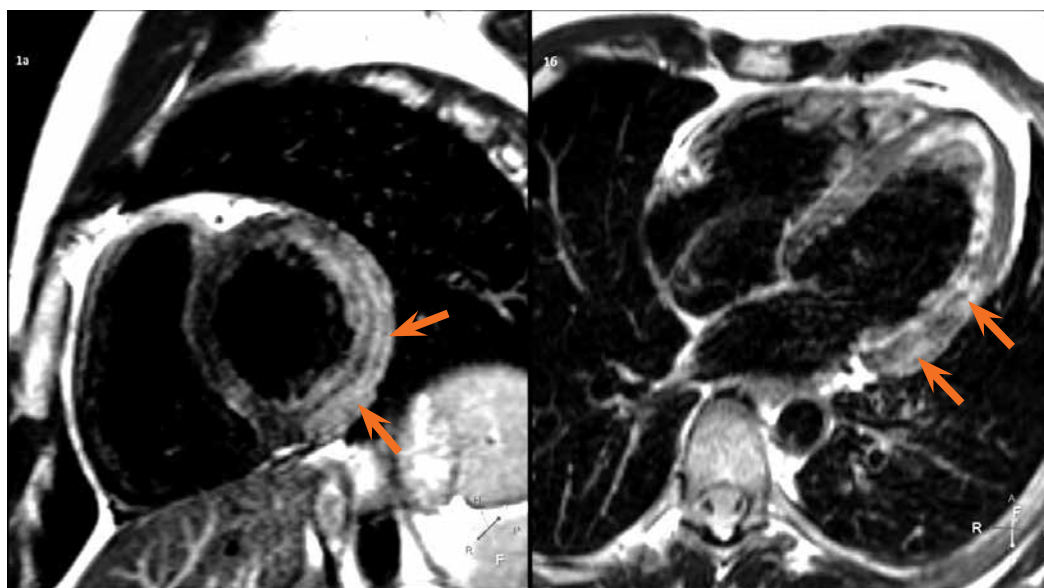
МРТ сердца. T2-взвешенные изображения: а – короткая ось сердца, б – четырехкамерная ось сердца. Стрелками указана зона отека миокарда левого желудочка
